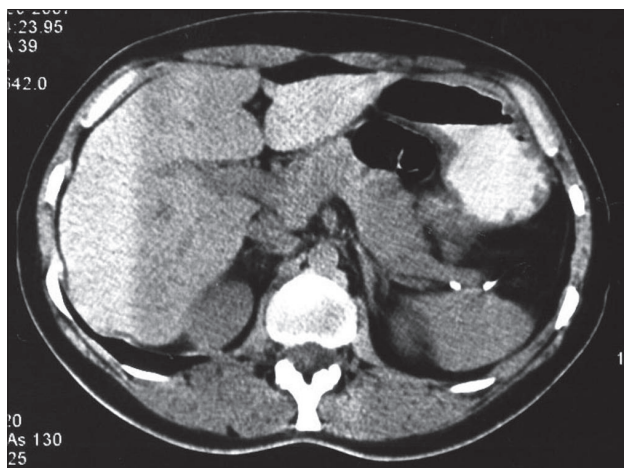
КТ брюшной полости той же больной через 8 мес после операции: признаков рецидива опухоли поджелудочной железы нет.
